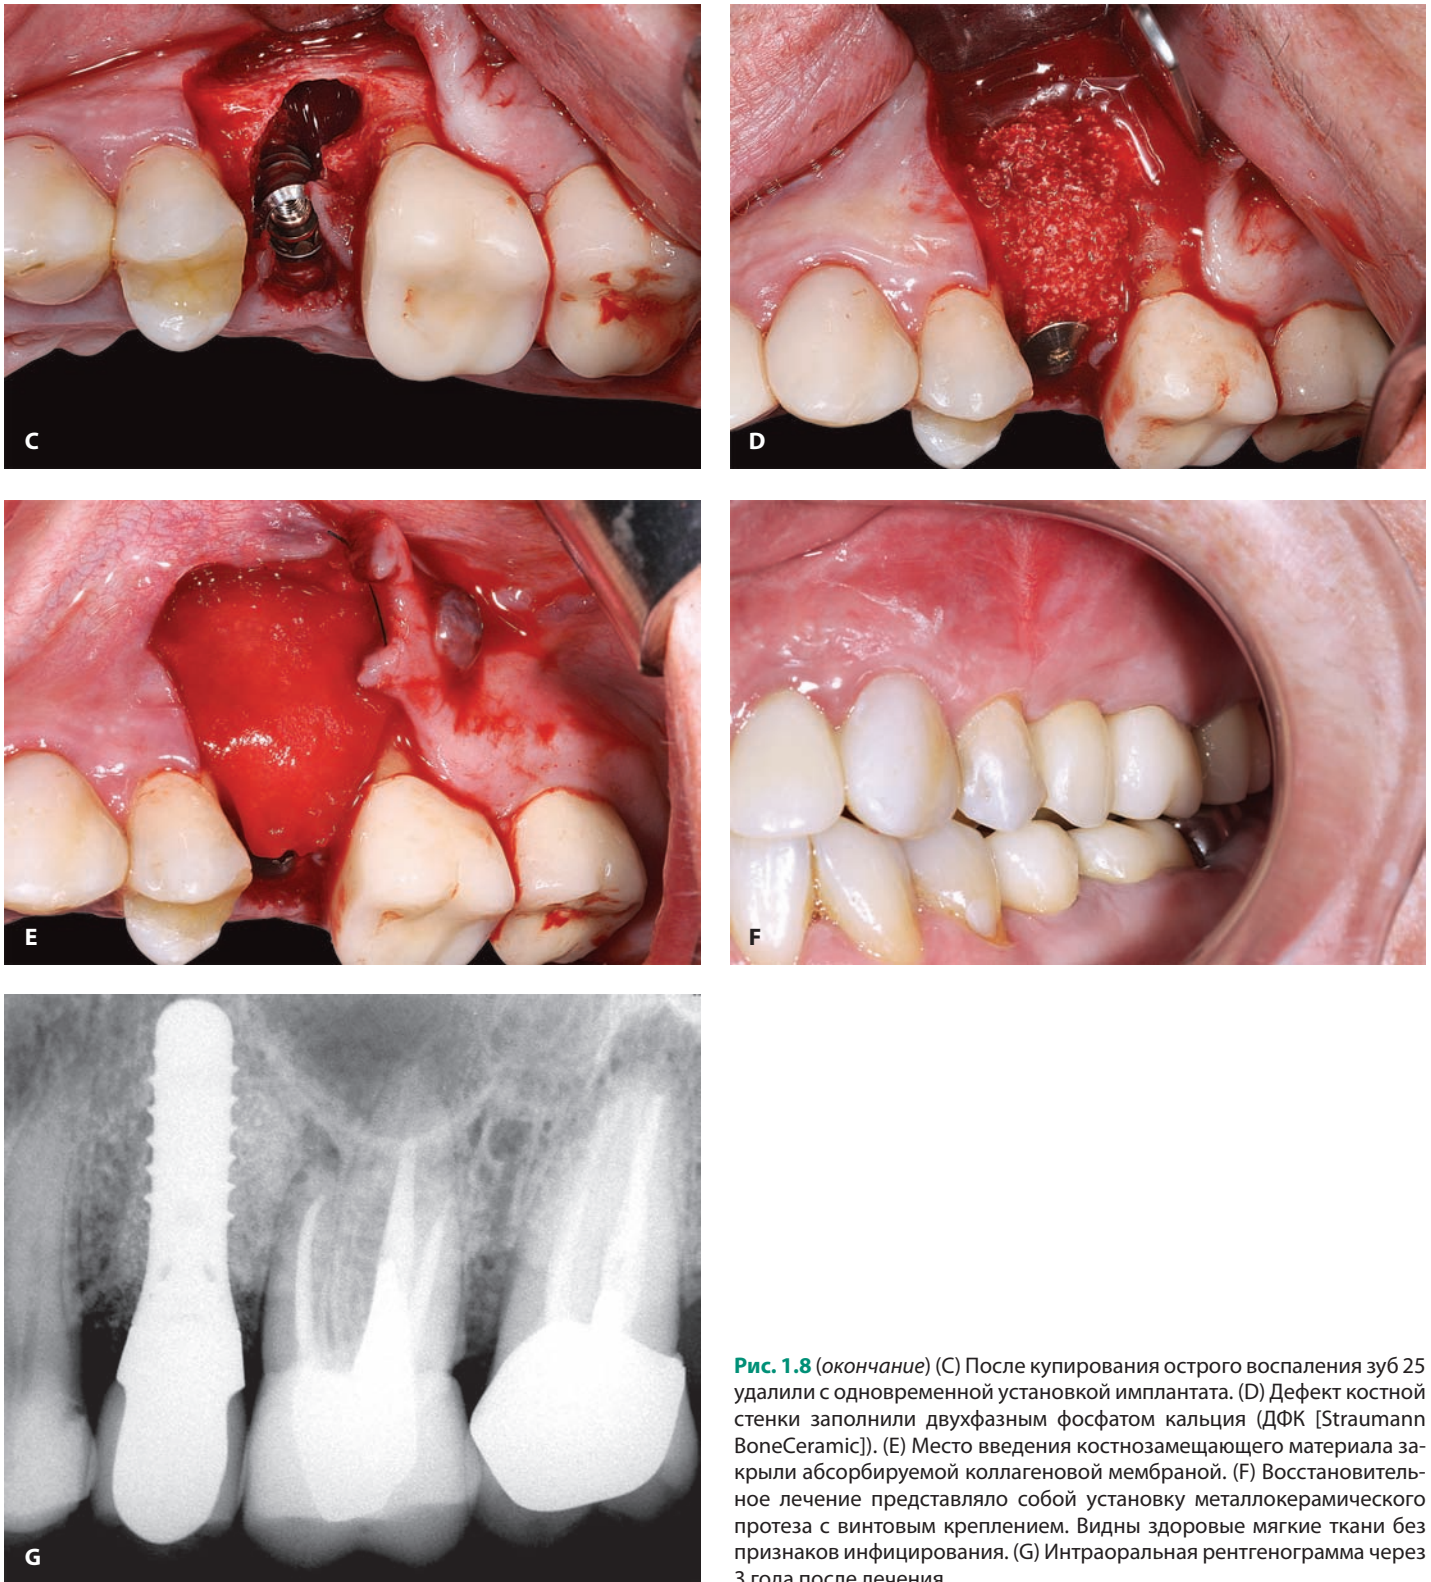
(окончание) (С) После купирования острого воспаления зуб 25 удалили с одновременной установкой имплантата. (D) Дефект костной стенки заполнили двухфазным фосфатом кальция (ДФК [Straumann BoneCeramic]). (E) Место введения костнозамещающего материала закрыли абсорбируемой коллагеновой мембраной. (F) Восстановительное лечение представляло собой установку металлокерамического протеза с винтовым креплением. Видны здоровые мягкие ткани без признаков инфицирования. (G) Интраоральная рентгенограмма через 3 года после лечения.
